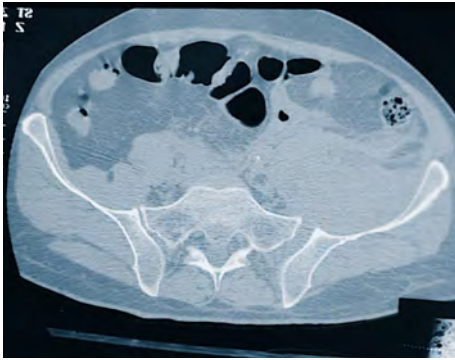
Disjonction sacro-iliaque : coupe TDM.
